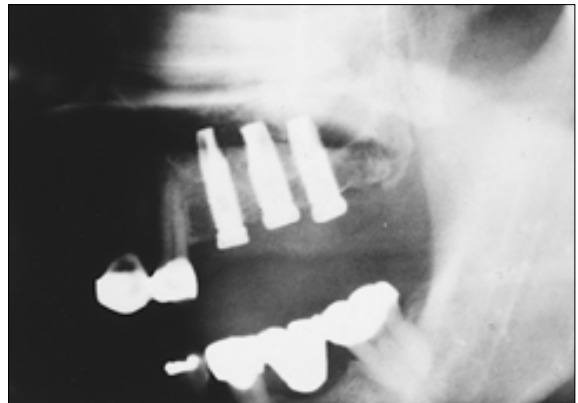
수술 9개월 경과 후의 방사선 사진. 임플란트의 안정된 골유착이 관찰된다(증례 1).
